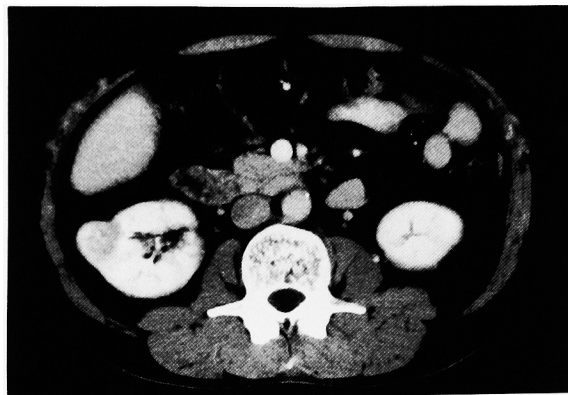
CT scan revealed a heterogeneously enhanced renal tumor adjacent to the previous operation scar.
